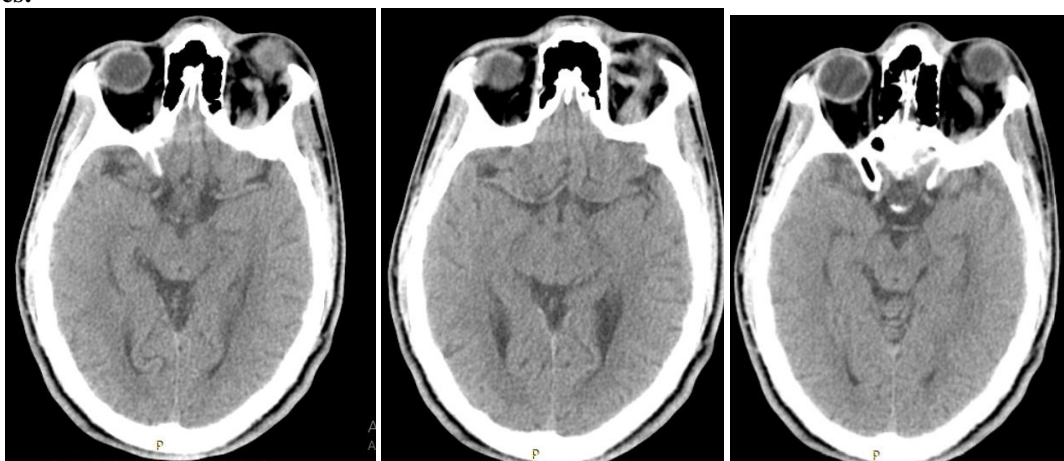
TDM cérébrale en coupe axiale : mise en évidence d'une structure vasculaire serpentineuse gauche se rehaussant précocement après injection du PDC communiquant avec le sinus caverneux homolatérale
